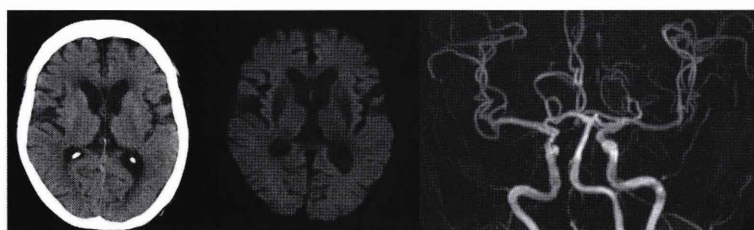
来院時 頭部 CT,MRI MRA 検査
